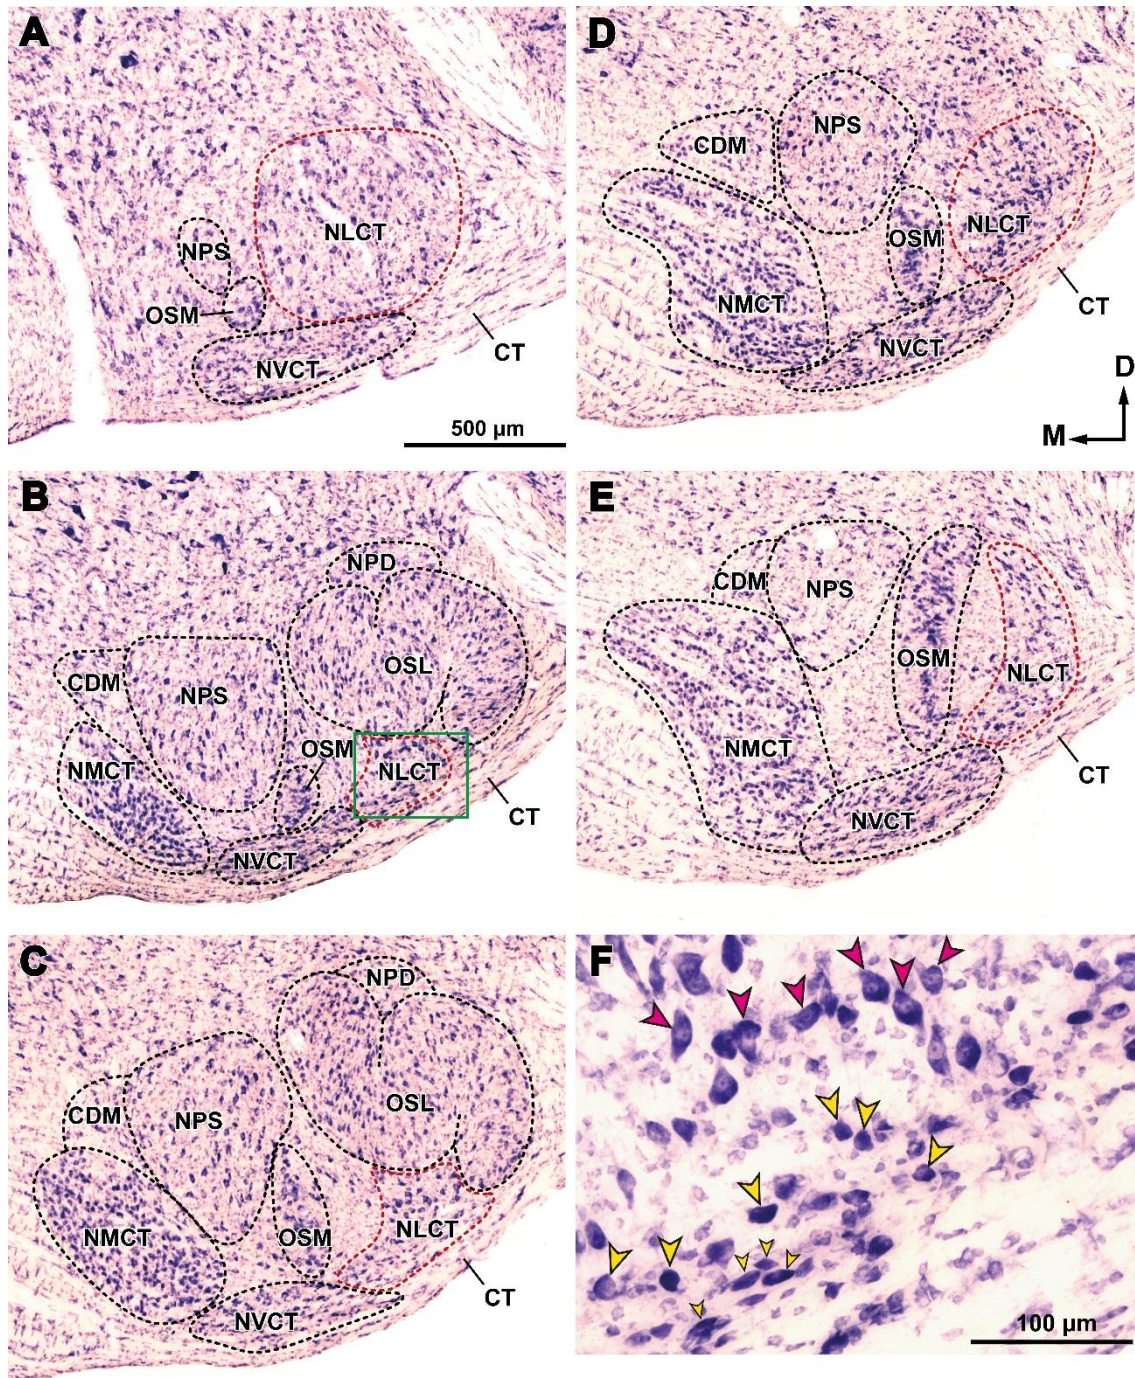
Posición, relaciones anatómicas y citoarquitectura del NLCT. Microfotografías de secciones coronales del complejo olivar superior (COS) de la rata teñidas con el método de Giemsa. A-E. Imágenes panorámicas de cinco niveles del COS ordenados de caudal a rostral y separados por intervalos regulares de 200 μ m. El NLCT se ha resaltado en rojo. F. Detalle de las neuronas del NLCT. Esta fotografía muestra a mayor aumento el área de B delimitada por el rectángulo verde. Puntas de flecha magentas, neuronas grandes; puntas de flecha amarillas, neuronas pequeñas; puntas de flecha amarillas pequeñas, neuronas paralelas al cuerpo trapezoide. La barra de calibración de A sirve también para B-E. Otras abreviaturas: CDM, cuña dorsomedial del complejo olivar superior; CT, cuerpo trapezoide; NMCT, núcleo medial del cuerpo trapezoide; NPD, núcleo periolivar dorsal; NPS, núcleo parolivar superior; NVCT, núcleo ventral del cuerpo trapezoide; OSL, oliva superior lateral; OSM, oliva superior medial.
